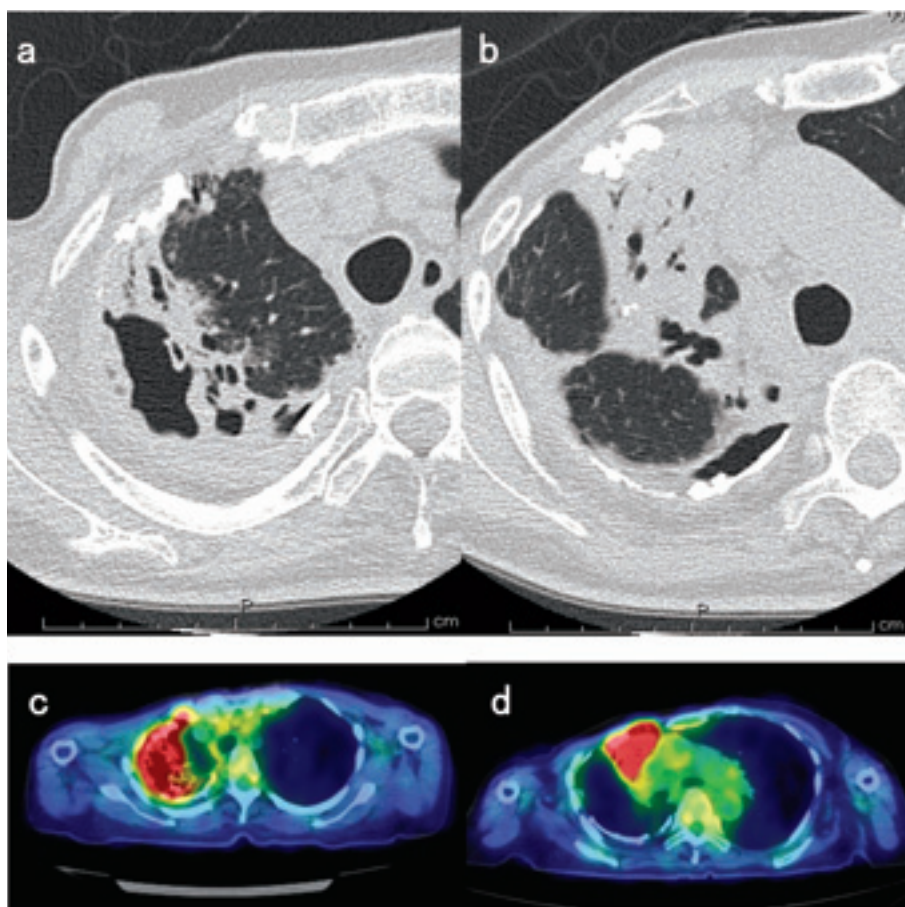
Case 4: 76-year-old woman with non-tuberculosis mycobacterial infection. (a, b) High-resolution CT showed cavitary consolidation with bronchiectasis. (c, d) FDG-PET/CT scan showed avid FDG uptake [SUVmax 12.7 (early phase) → 15.8 (delayed phase)].
